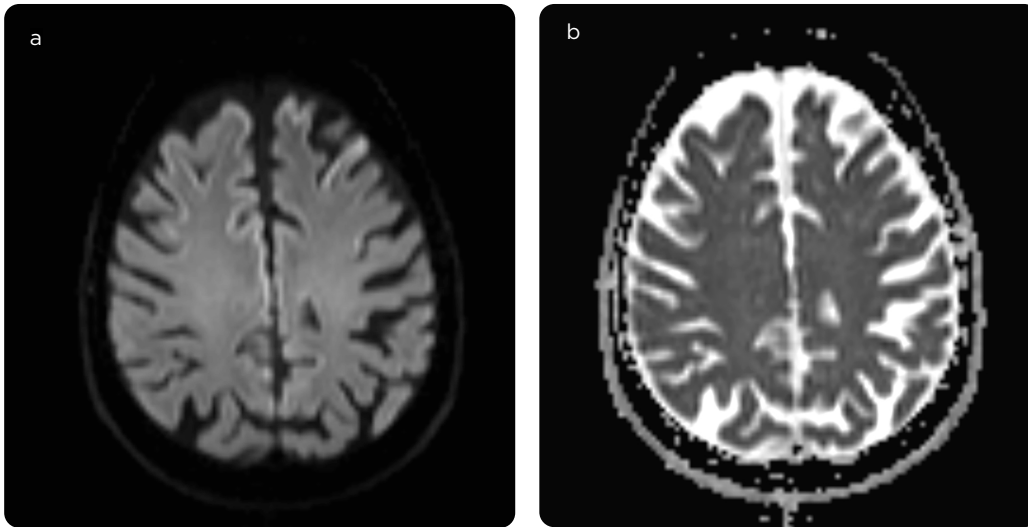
RM cerebral en secuencias de difusión (coeficiente b1000) y ADC, axial. a) Áreas de restricción a la difusión visualizadas como alta señal en la corteza frontal bilateral de predominio izquierdo, y en la corteza del giro del cíngulo y b) que corresponden a áreas de baja señal en el mapa ADC.
